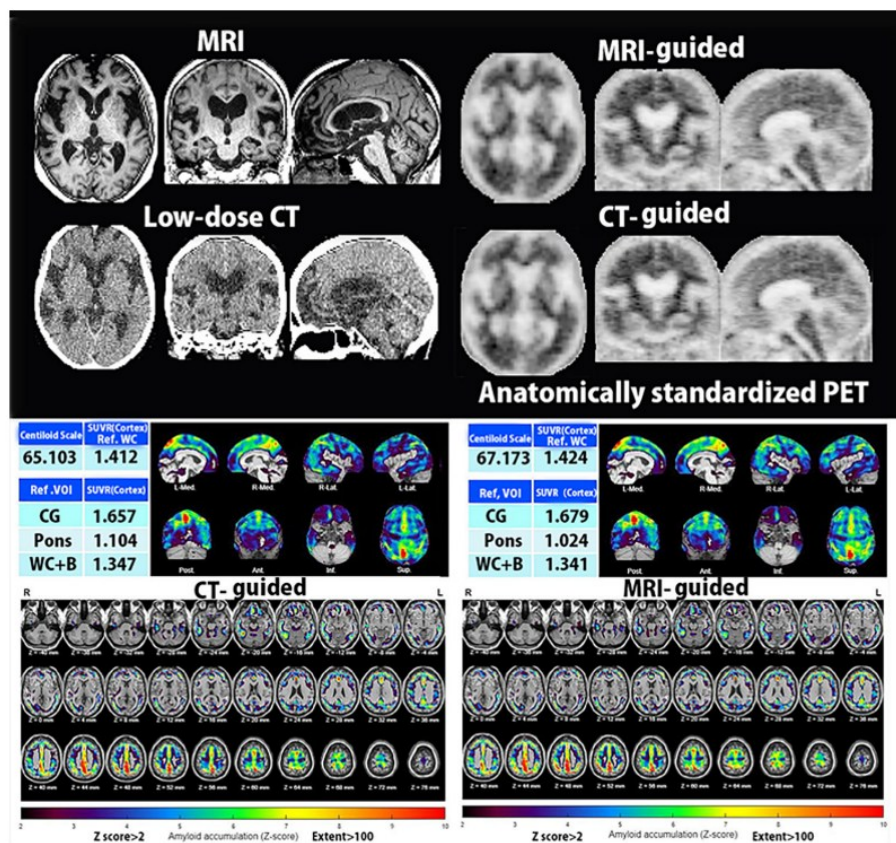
tratta da Matsuda et al 2023. Confronto visivo tra risultati generati utilizzando MRI e TC a bassa dose nello stesso paziente. Le mappe a colori della PET amiloide ottenute risultano pressoché sovrapponibili, confermando l'accuratezza degli approcci MRI-free
